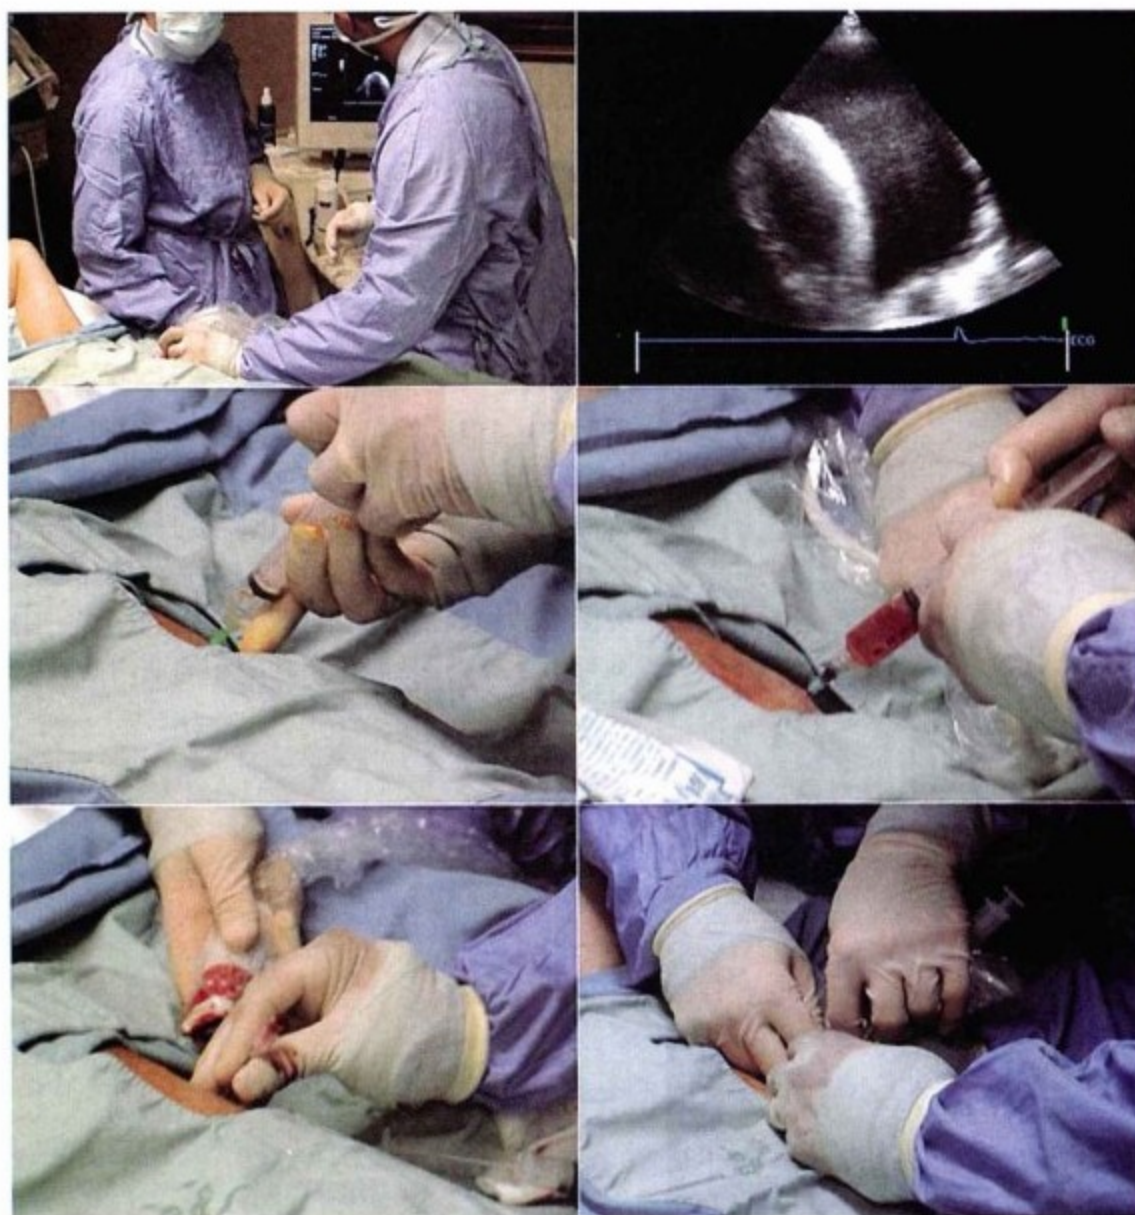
心包穿刺术。左上图,使用消毒巾行心尖超声心动图成像。右上图,相应图像显示沿心脏左侧面进针为进入积液的最佳途径。左中图,进针,注射器内盐水。右中图,吸出液体为血性。左下图,血性液体顺针头流出。右下图,三通上连接两个注射器,并注意保持针的位置稳定。
